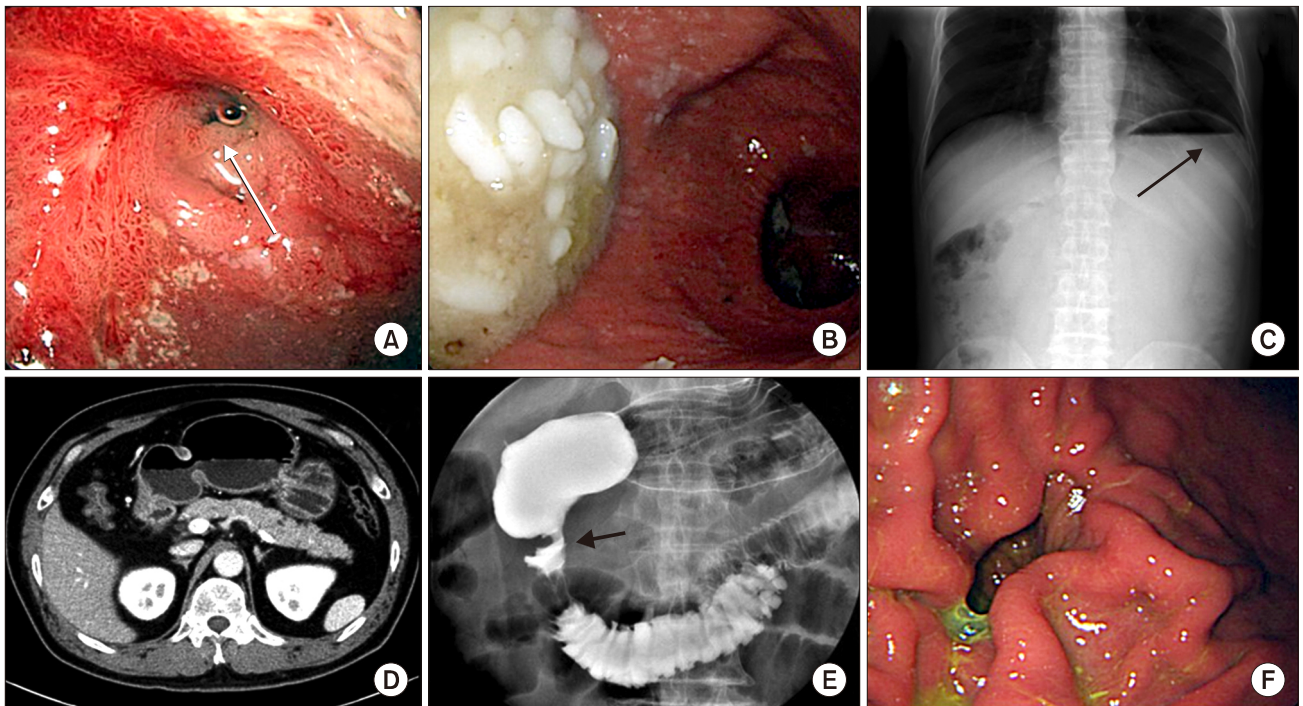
A case of a 66-year-old man undergoing surgery for peptic stenosis. (A) The endoscopy is impeded from passing through the duodenal bulb to the second portion of the duodenum (white arrow). (B) A large volume of remnant food is present in the stomach. (C) A simple X-ray of the abdomen allows visualization of the air-fluid level (black arrow). (D) Abdominal computed tomography revealing a short-segment narrowing at the duodenal bulb. (E) An upper gastrointestinal series showing short-segment stenosis at the duodenal bulb (black arrow). (F) Follow-up endoscopy after highly selective vagotomy and gastrojejunostomy.
